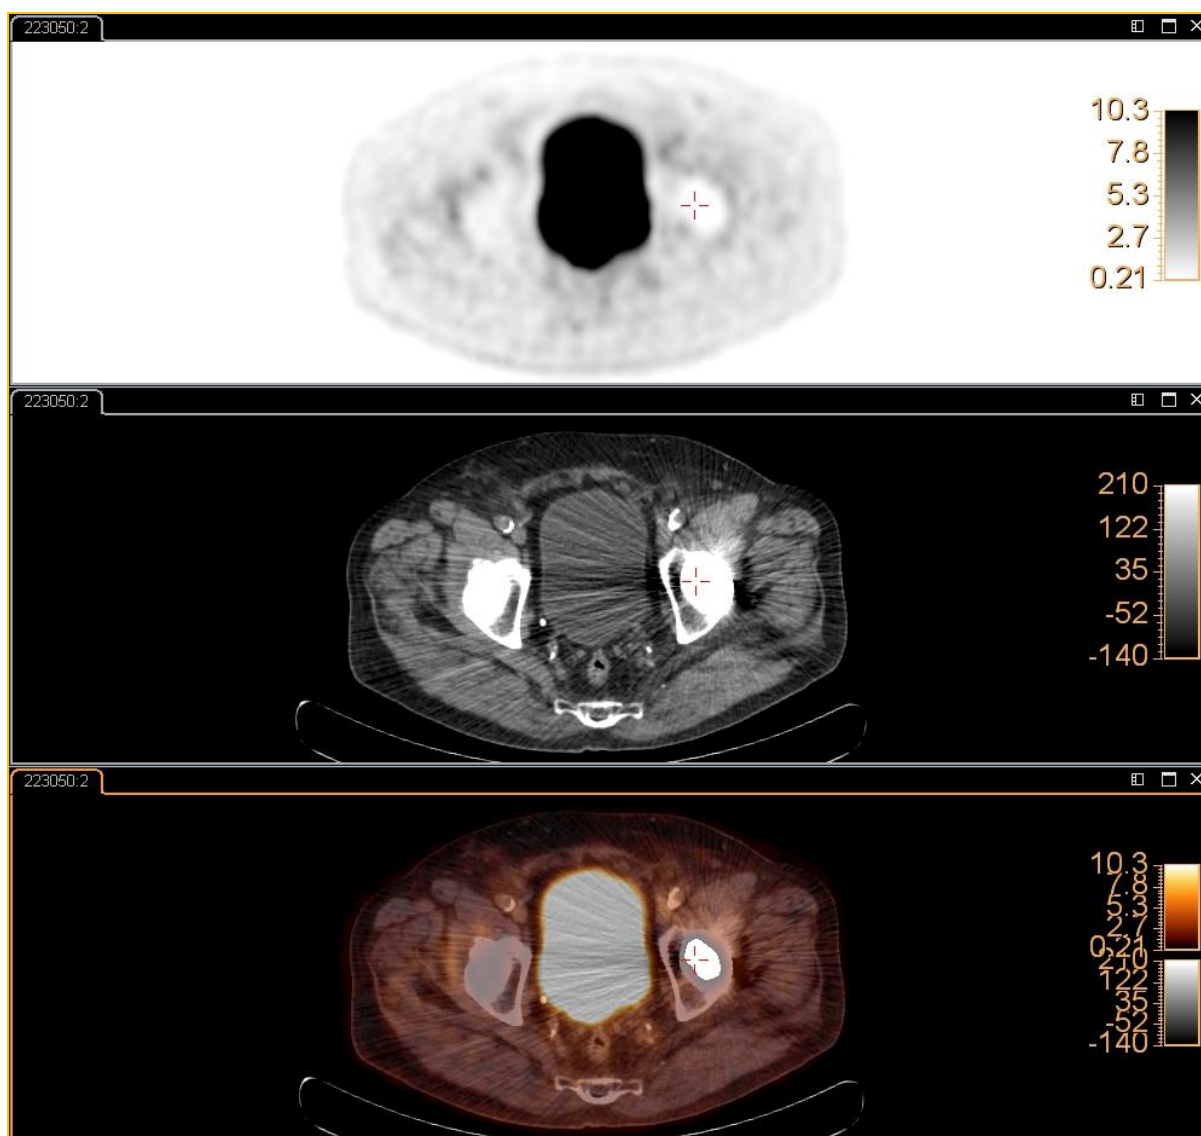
Cortes axiais da pélvis resultante de um estudo PET-CT corpo inteiro com imagem CT (ao centro) afectada pelo artefacto metálico da prótese de anca.
